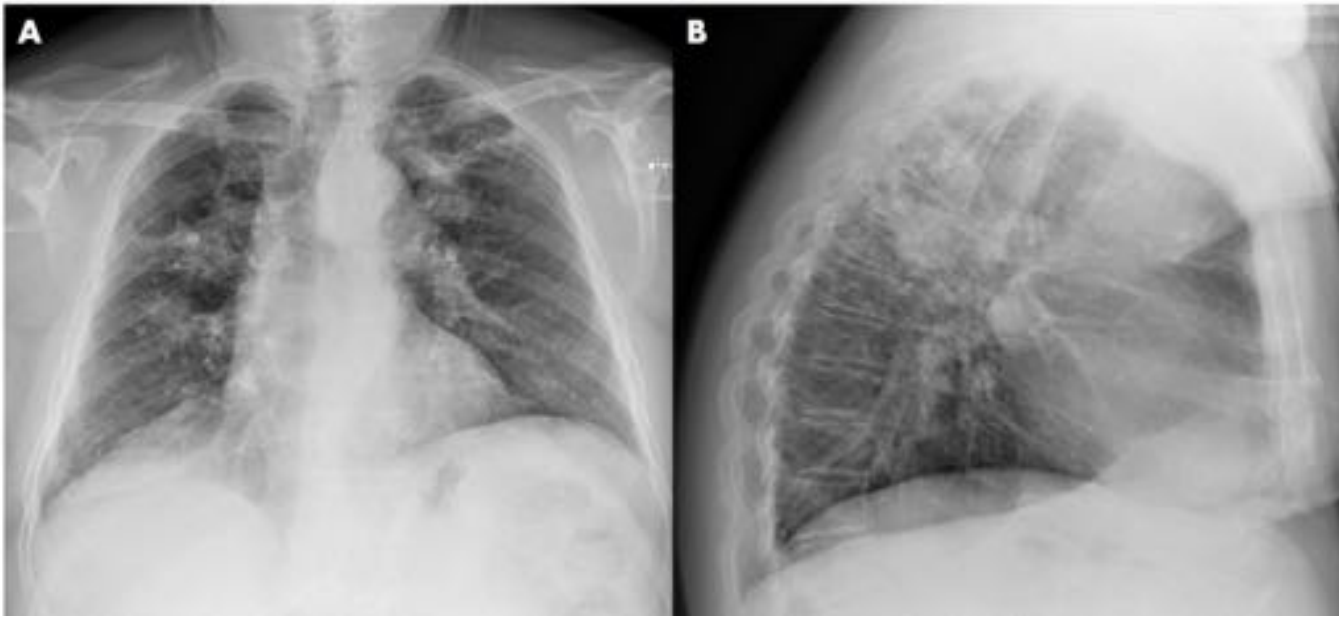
Varón de 60 años trabajador de limpieza con chorro de arena, que consulta por disnea progresiva de meses de evolución. Radiografía posteroanterior (A) y lateral (B) de tórax: patrón nodular bilateral
